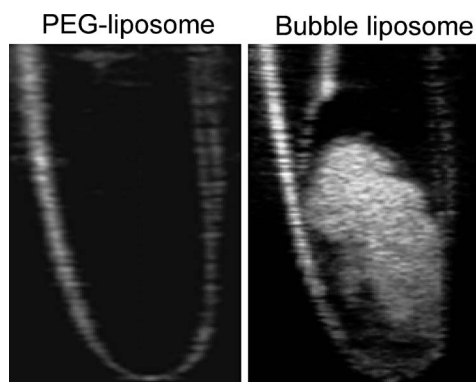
Ultrasonographic Images of PEG-liposomes and Bubble Liposomes
